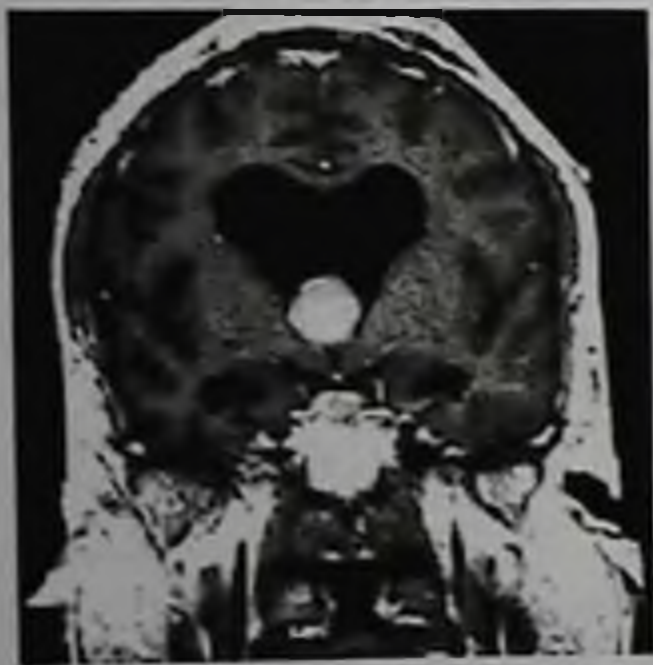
Опухоль III желудочка, блокирующая межжелудочковые отверстия (Монро) и вызывающая расширение боковых желудочков. Магнитно-резонансная томограмма. Т1-взвешенное изображение с контрастным усилением
